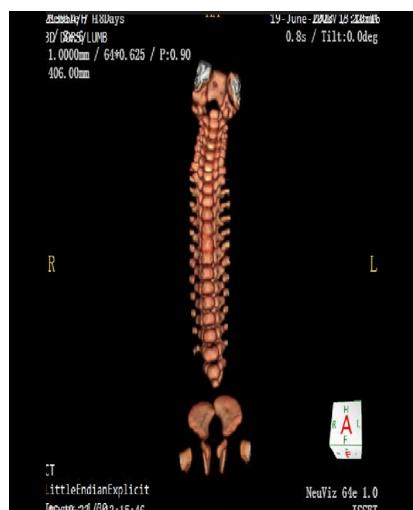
Spine CT scan: presence of cervical, thoracic, and lumbar vertebrae. Disruption at L3, L4-L5, sacrum not observed, iliac crests with a distance of 13 mm.
